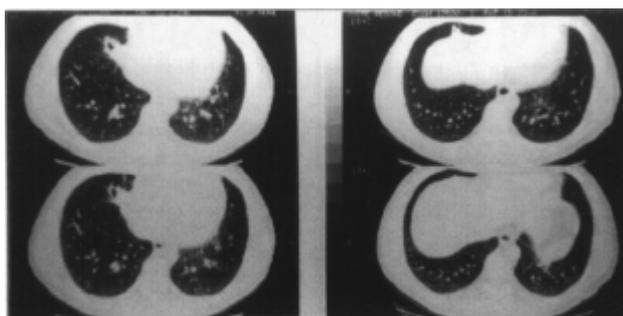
Tomografía axial computarizada tomada a los dos meses del episodio. Se aprecian lesiones compatibles con bronquiectasias en ambas bases.
